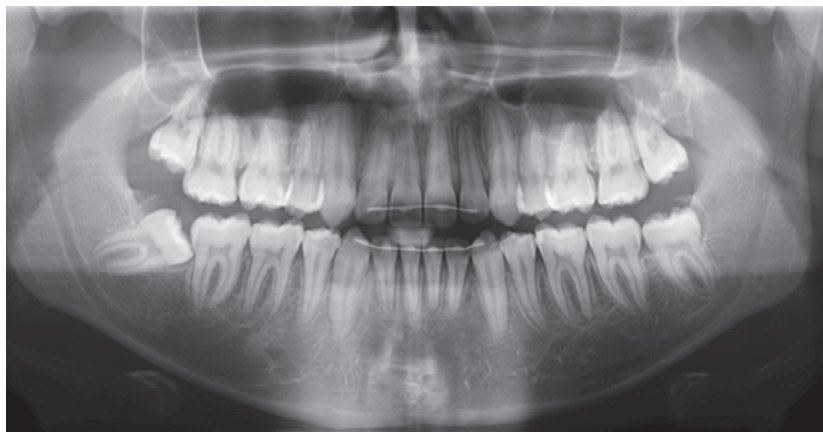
Radiografia panorâmica ao final tratamento.
